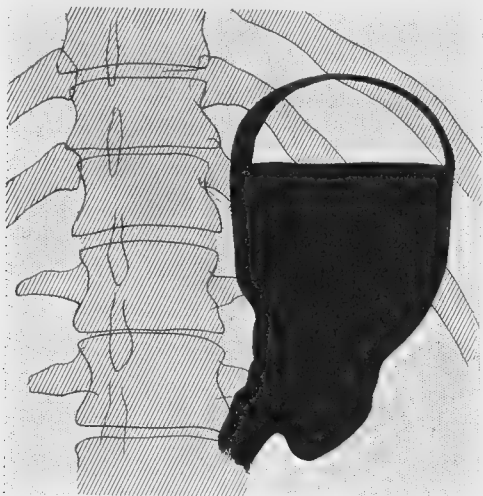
Radiographie de K..., observation XX, évacuation normale avec léger bas-fond.
